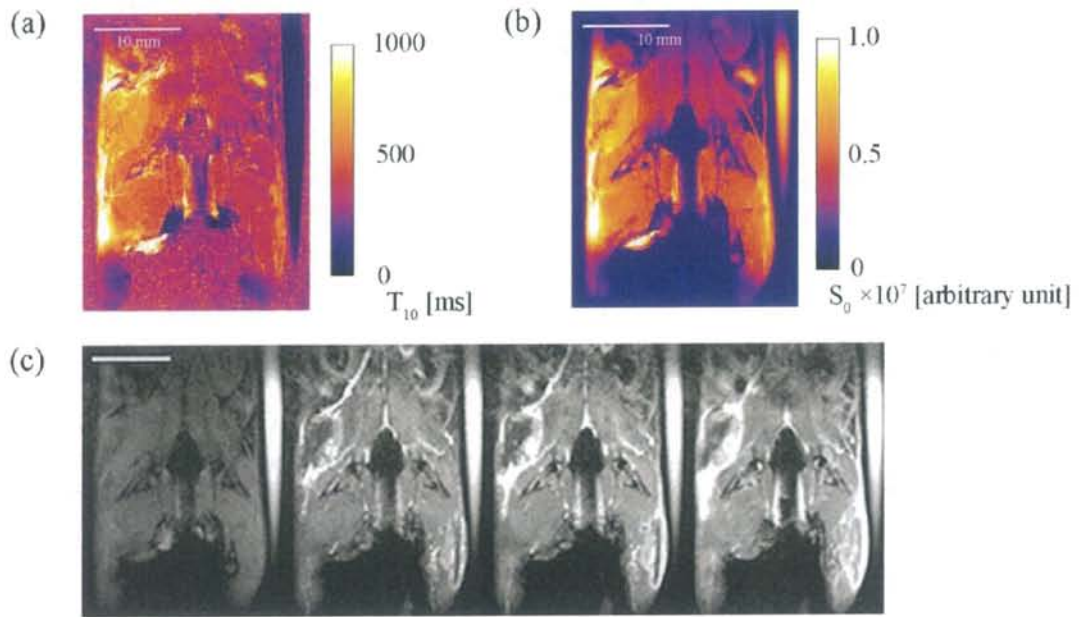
(a) T_{10} map, (b) S_0 map, (c) DCE-MRI より得られた $S(t)$ map (抜粋)
